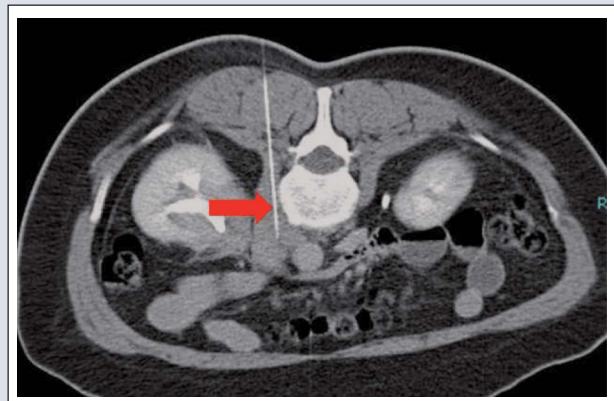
CT-gesteuerte Feinnadel-Biopsie der paraaortalen Raumforderung
